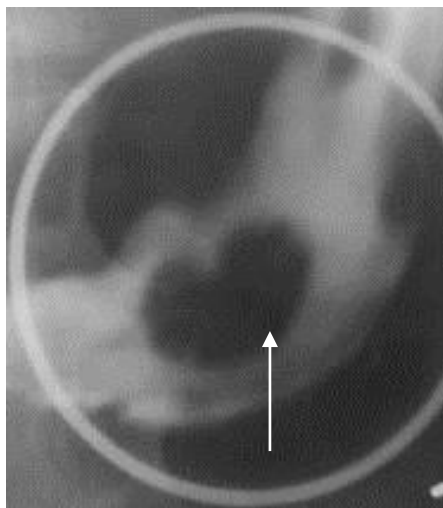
Прицельная рентгенограмма желудка в прямой проекции (контрастирование сульфатом бария – тугое наполнение в условиях дозированной компрессии). В дистальной части тела желудка с вовлечением антрального отдела имеется центрально расположенный дефект наполнения с гладкими полициклическими контурами. Полип желудка
